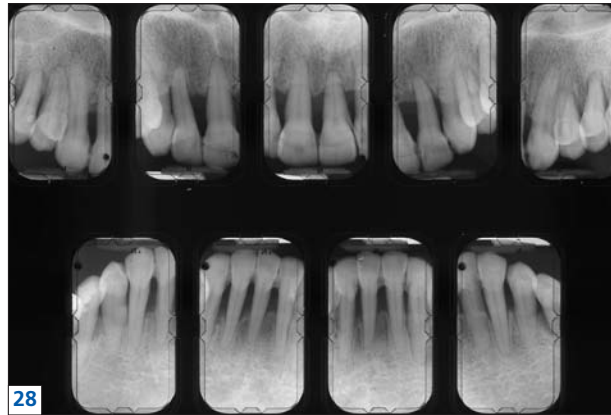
à 32. Résultats après traitement. Vue antérieure (fig. 27). Vues latérales (fig. 29 et 30). Radiographies du secteur antérieur, stabilisation de l'alvéolyse, corticales nettes (fig. 28). Radiographies des secteurs postérieurs avec alvéolyse stabilisée (fig. 31 et 32).
